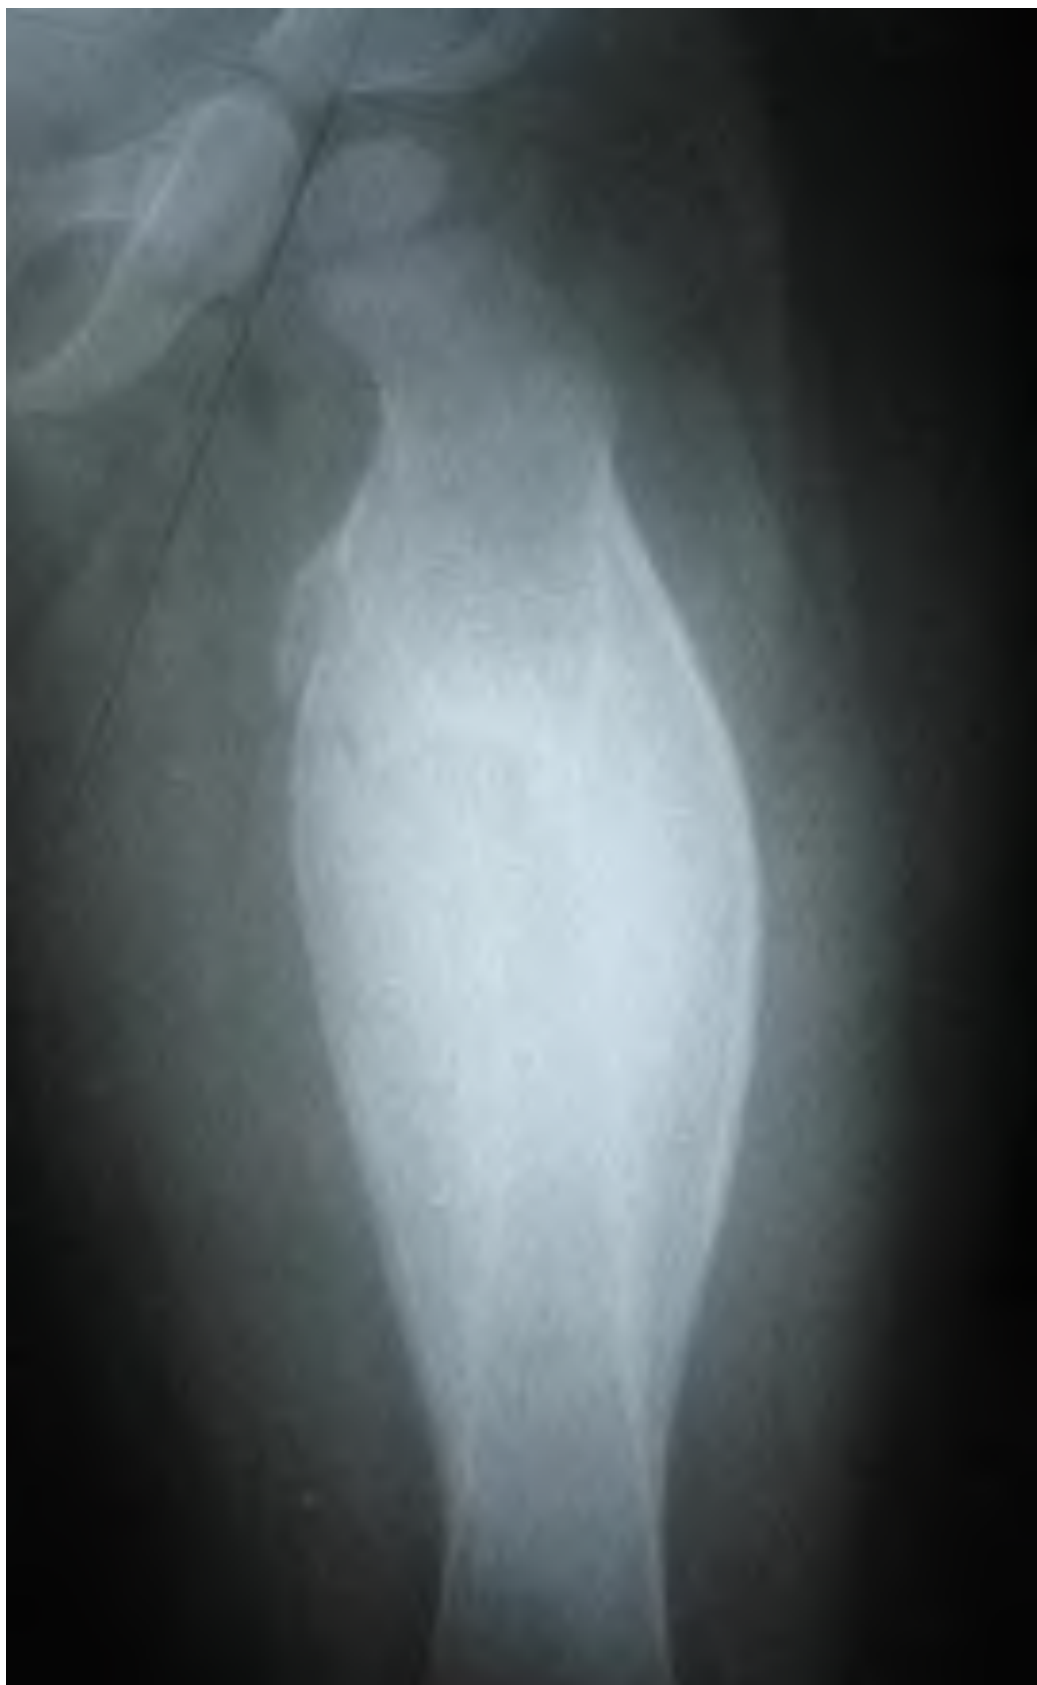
Рентгенограмма склерозирующего остеомиелита Гарре (резко выраженное веретенообразное утолщение диафиза бедренной кости)
